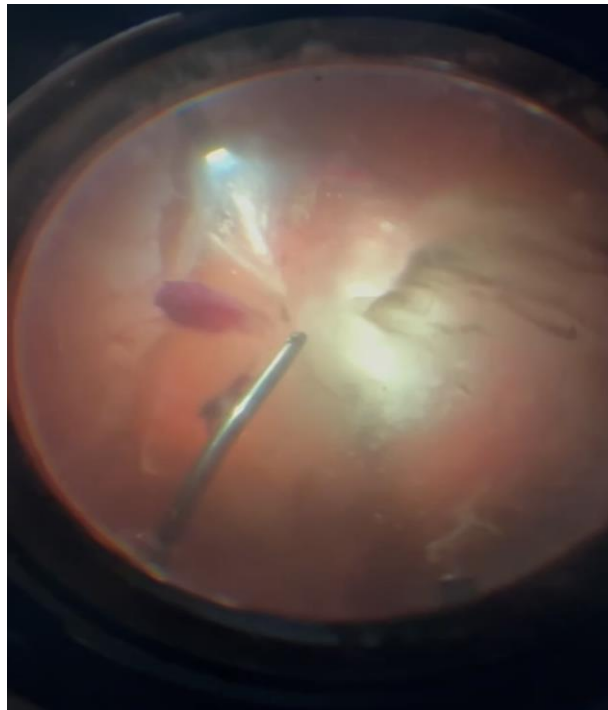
Процесс витрэктомии, удаление гемофтальма, ревизия сетчатки у пациента через 5 суток после тяжелой контузии
